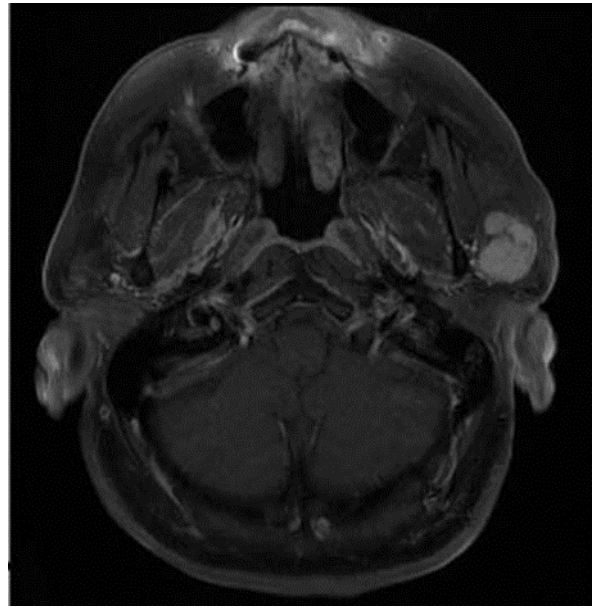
coupe IRM axiale en séquence T1 injectée d'adénome pléomorphe de la parotide droite, montrant une prise hétérogène du produit de contraste. [23]
